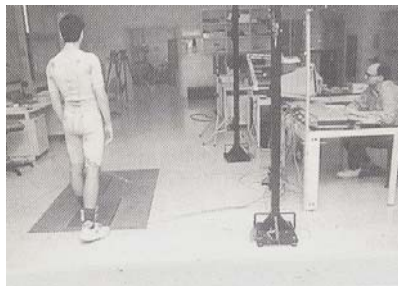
Equipo de Ultrasonido²¹
